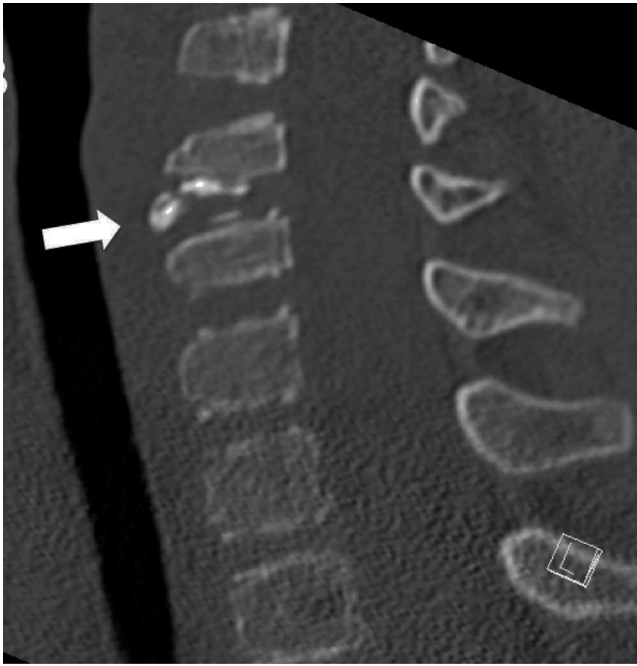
Tomografía computarizada, reconstrucción sagital con ventana ósea. Detalle de calcificación fragmentada discal C5-C6 (flecha).
